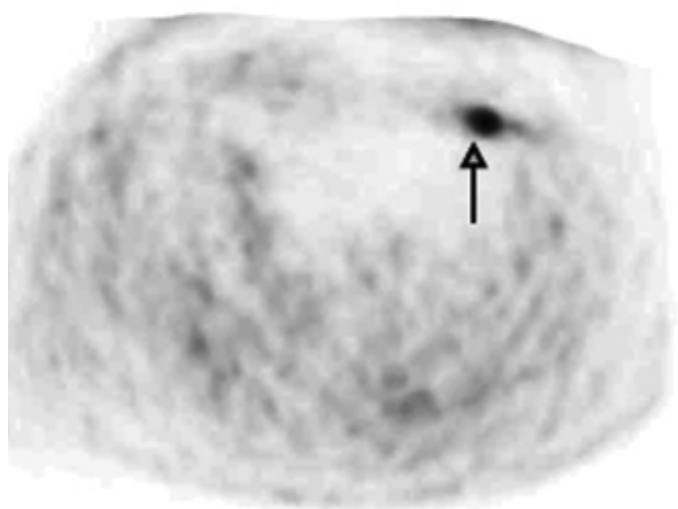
Интенсивный очаг накопления ^{18}F -ФДГ ($\text{BSN}_{\text{макс}} = 15$) в нисходящей кишке ассоциированный с утолщением кишечной стенки на совмещенных ПЭТ/КТ-срезах. При колоноскопии обнаружена аденома диаметром 20 мм с выраженной дисплазией (стрелки) [33].
